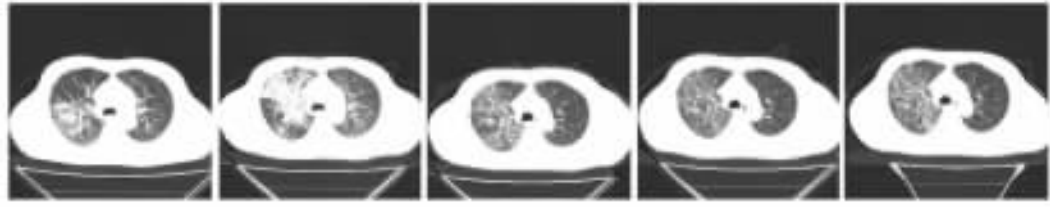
不同治疗阶段胸部 CT 对患者肺左叶和右叶病灶的随访
